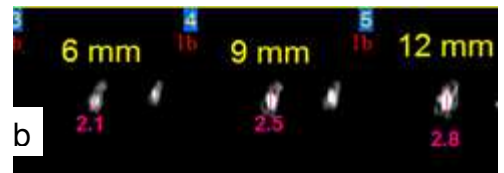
(b)- Tomografia do canal cirúrgico da amostra 6
